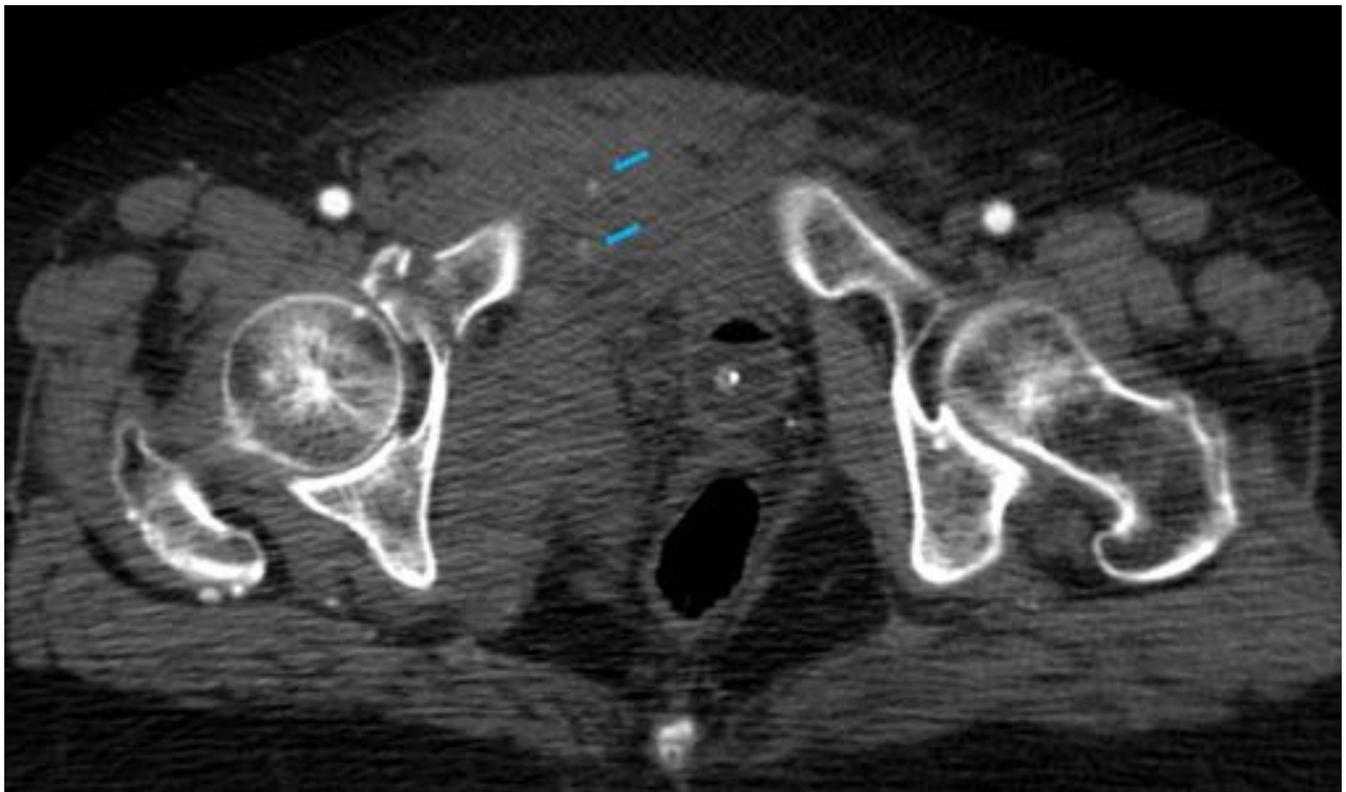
Imagen transversal de TC pélvico con contraste en fase arterial, paciente politraumatizado grave con fracturas óseas en pelvis, presencia de hematoma y se identifican dos puntos hiperdensos en su interior que sugieren sangrado activo.
